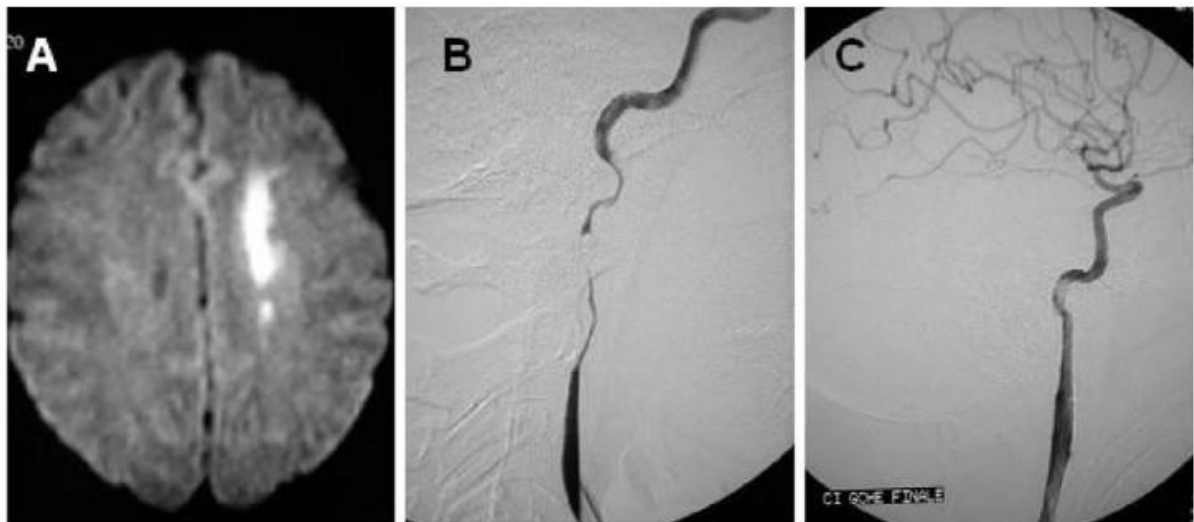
A. Infarctus hémodynamique hémisphérique gauche à l'IRM cérébrale en diffusion. B. L'artériographie montre une dissection carotide gauche sténosante. C. Artériographie de contrôle après stenting de l'artère carotide interne disséquée (44).
